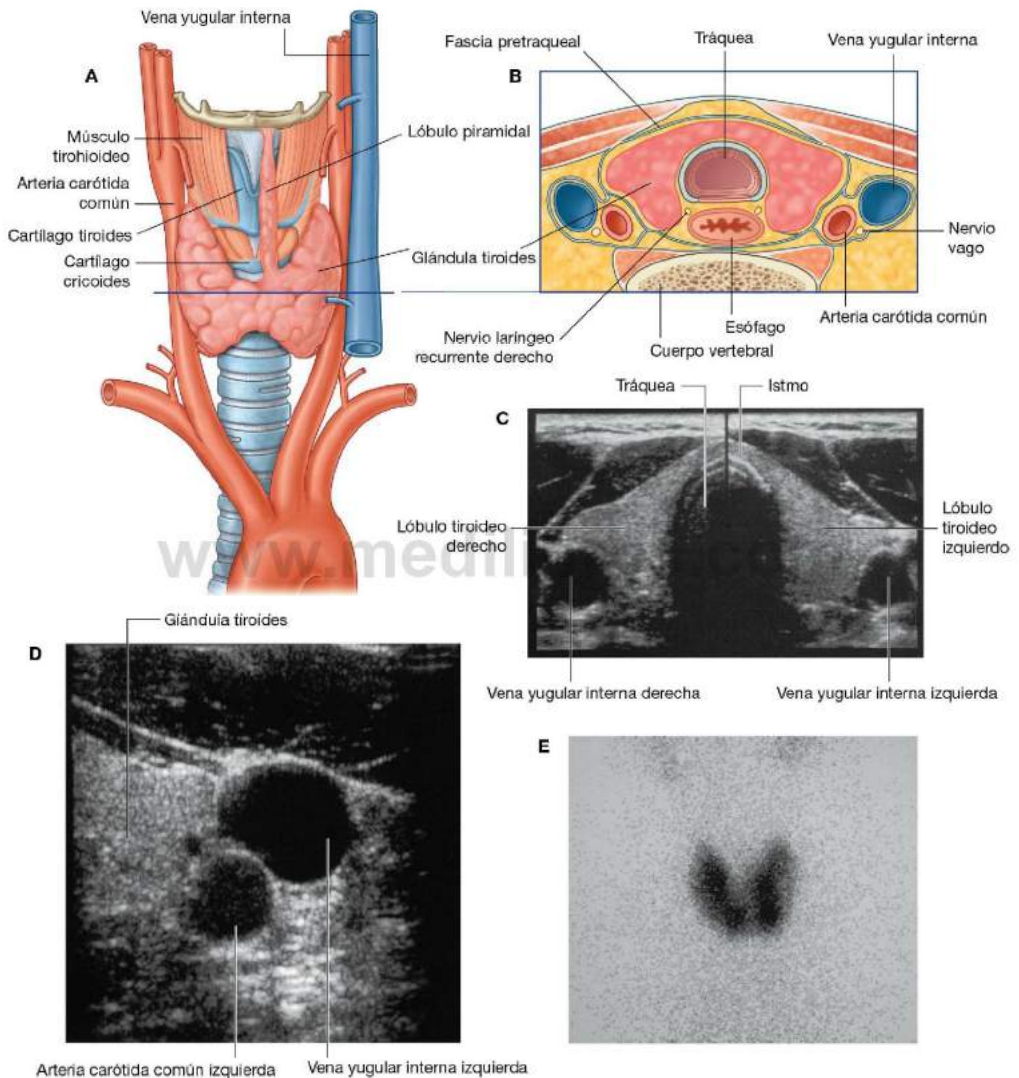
Glándula tiroides en el triángulo anterior del cuello. A. Visión anterior. B. Corte transversal. C. Ecografía: corte axial compuesto del cuello. D. Ecografía: corte axial del cuello. E. Gammaografía: captación tiroidea normal de pertechnetato de tecnecio 99m en el cuello.
